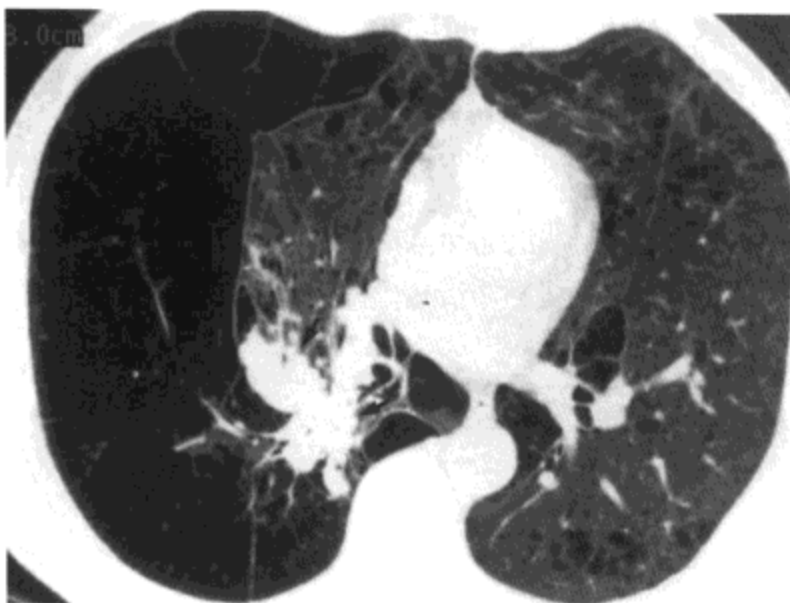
肺气肿伴肺大疱形成。高分辨率CT影像示右肺巨大肺大疱。相邻肺实质受压造成局部的肺不张（箭号）。右肺的体积增大，纵隔向左侧移位。左肺的肺气肿相对较轻。病人为一68岁的男性。
